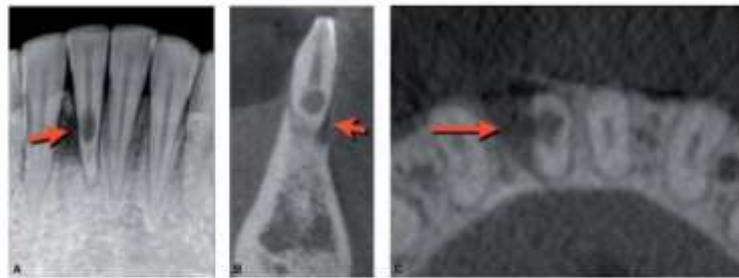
A) Radiografía periapical: pérdida ósea debida a una reabsorción externa producida por un traumatismo dentoalveolar. B) Imagen sagital obtenida por tomografía volumétrica de haz cónico que muestra el defecto en la dentina y la pérdida ósea alveolar. C) Imagen axial obtenida por tomografía volumétrica de haz cónico que muestra el defecto en la estructura dentinaria y la pérdida ósea alveolar.
